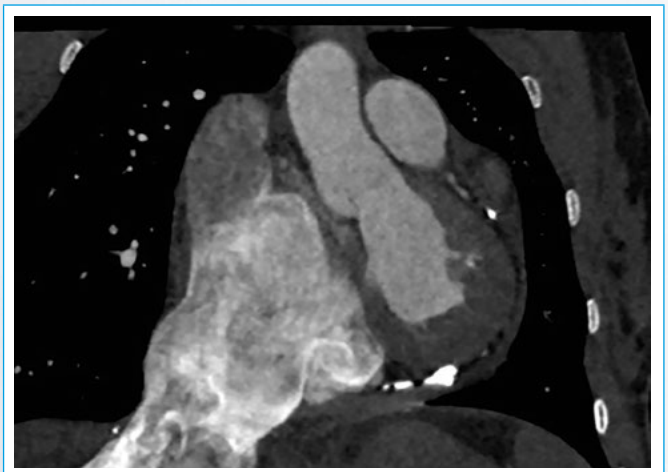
El Cardio TC también muestra una vena cava inferior aneurismática (de 6 cm de diámetro), dilatada de forma secundaria a la afectación cardíaca
